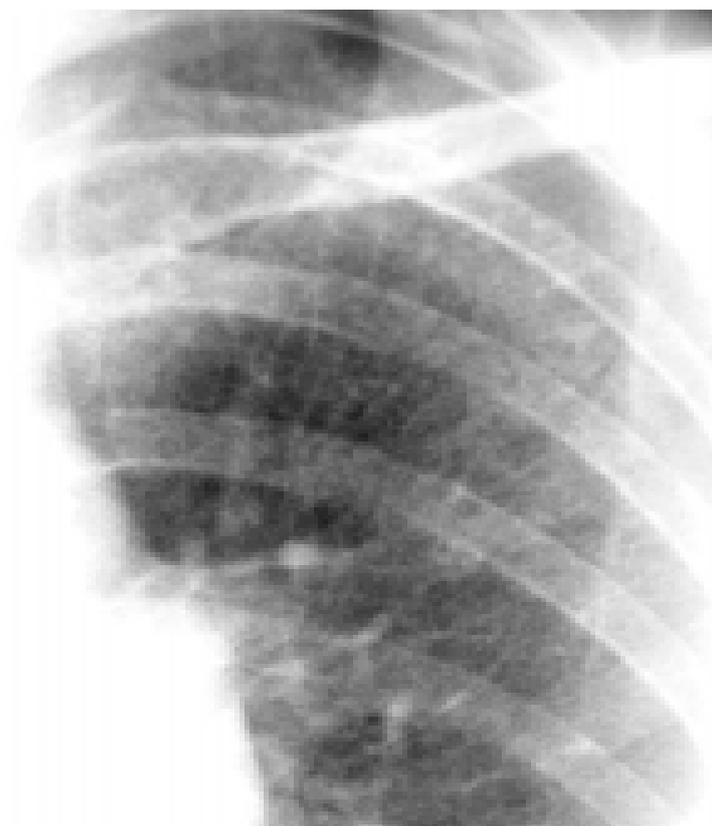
Фрагмент рентгенограммы грудной клетки. Эмболия тальком. Множественные мелкие очаги уплотнения [77].
